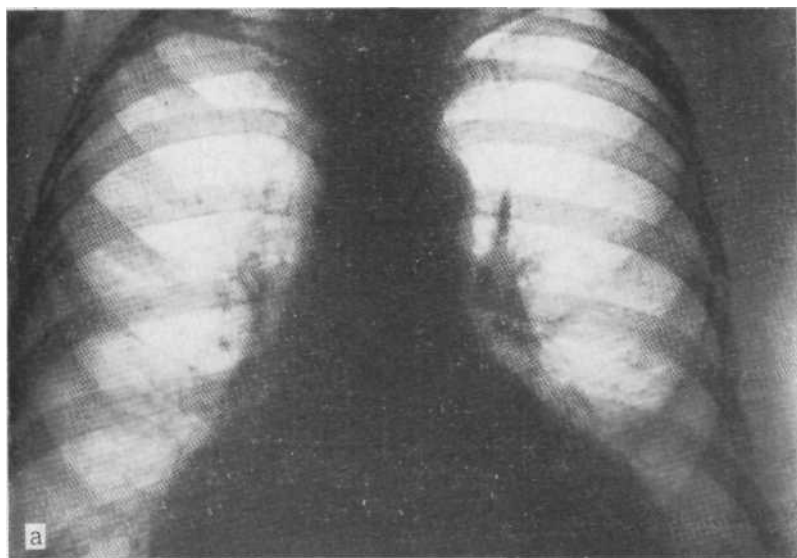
Рентгенграммы в прямой (а), боковой (б) проекциях и пневмомедиастинограмма (в). Фрагментация тени опухоли, обусловленная проникновением кислорода между ее дольками, а также ножка, направленная в сторону передней брюшной стенки. Абдономедиастинальная липома.
